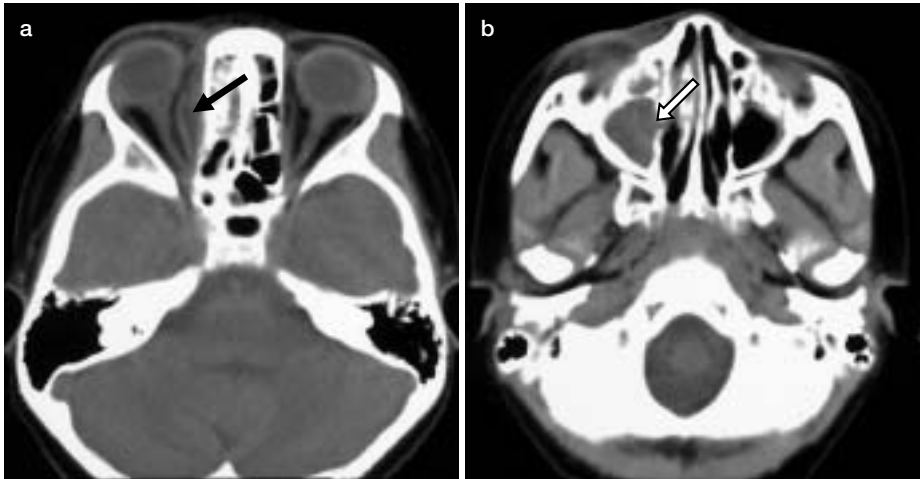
図 眼窩蜂窩織炎の CT 画像 (症例 4, 入院時)
